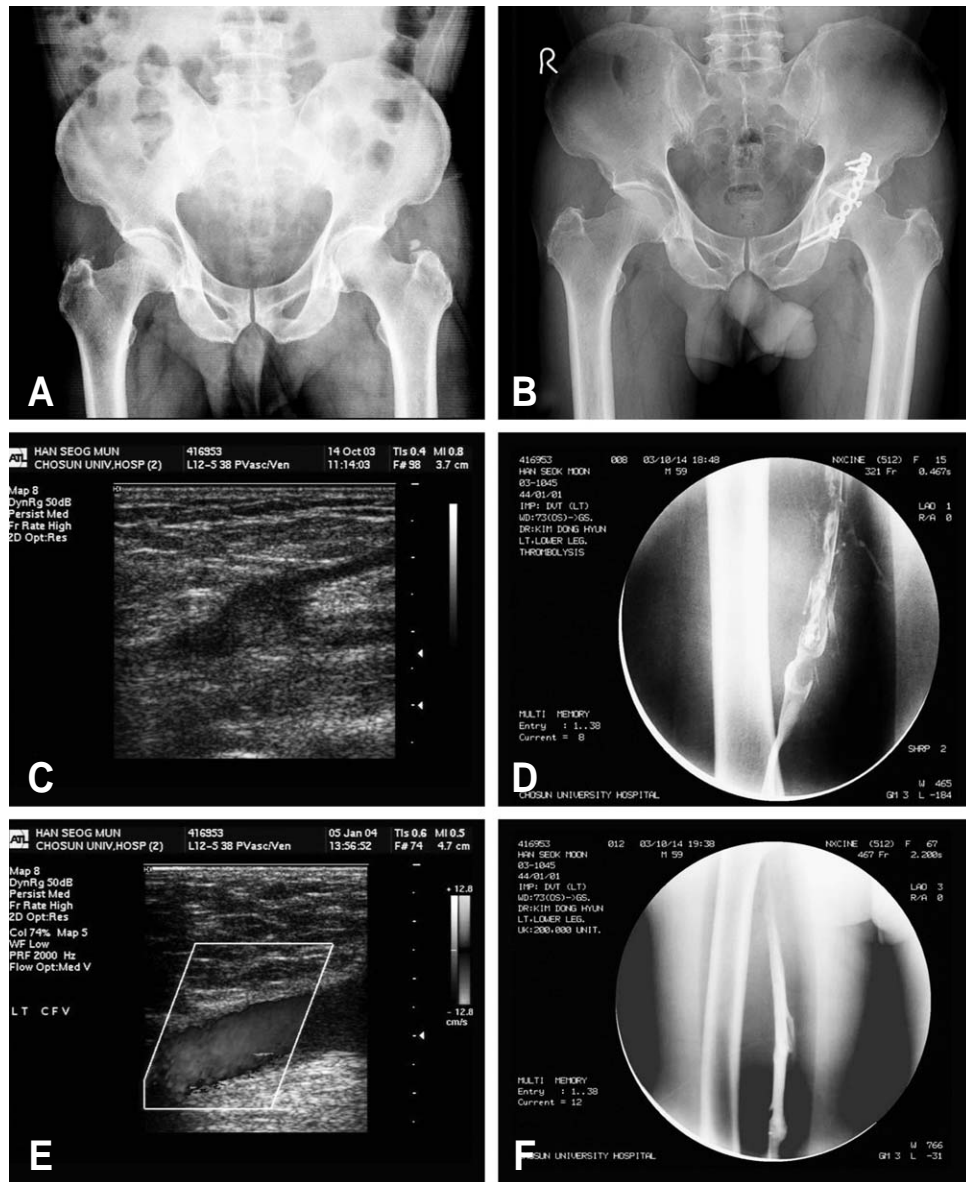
(A) A 59-year-old male sustained Thompson-Epstein type III fracture-dislocation of hip. (B) He was treated with open reduction and internal fixation with pelvic reconstruction plate. (C) (D) The sonogram and venogram shows common femoral vein thrombosis. (E) (F) After percutaneous thrombolysis, the sonogram and venogram shows blood flow in common femoral vein.
